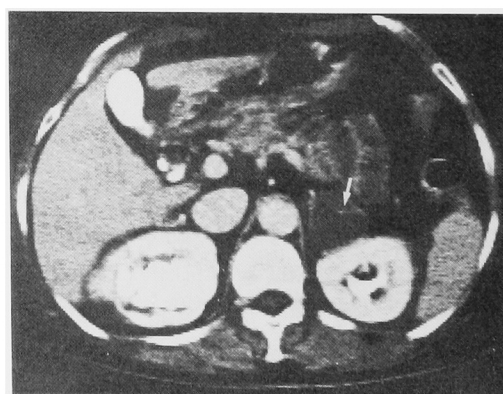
Enhanced CT shows heterogeneous mass, part of which is enhanced.
